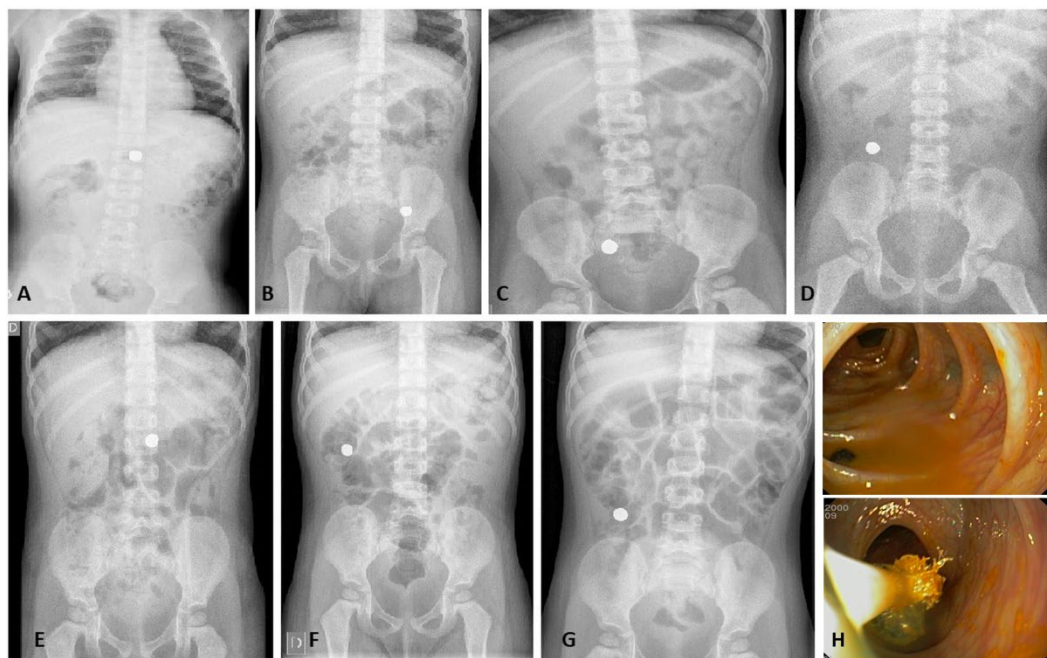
Radiografías de una paciente de 2 años de edad que ingresa en el Servicio de Cirugía Pediátrica a raíz de la ingesta de un plomo de pesca de unos 12 mm de diámetro no expulsado tras la inducción del vómito
